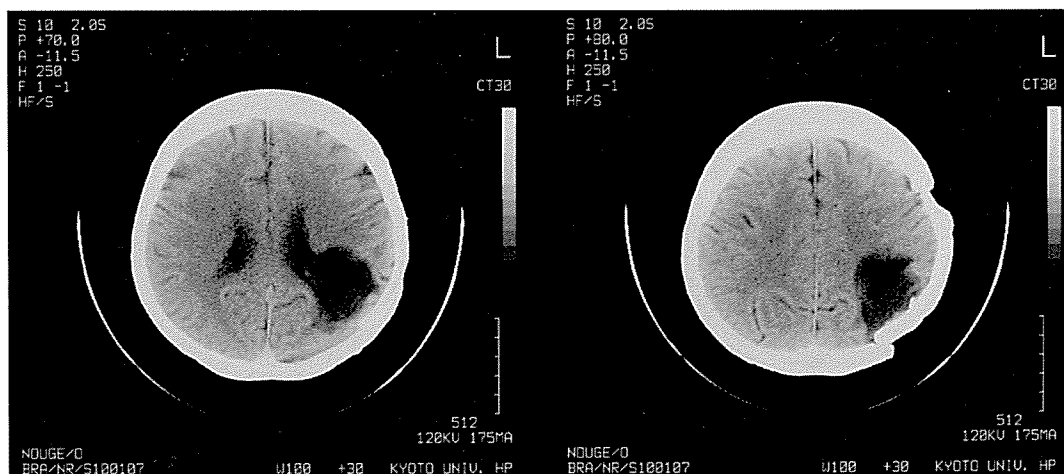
MTのCT画像(1996年7月25日)左頭頂葉に低吸収域をみとめる
